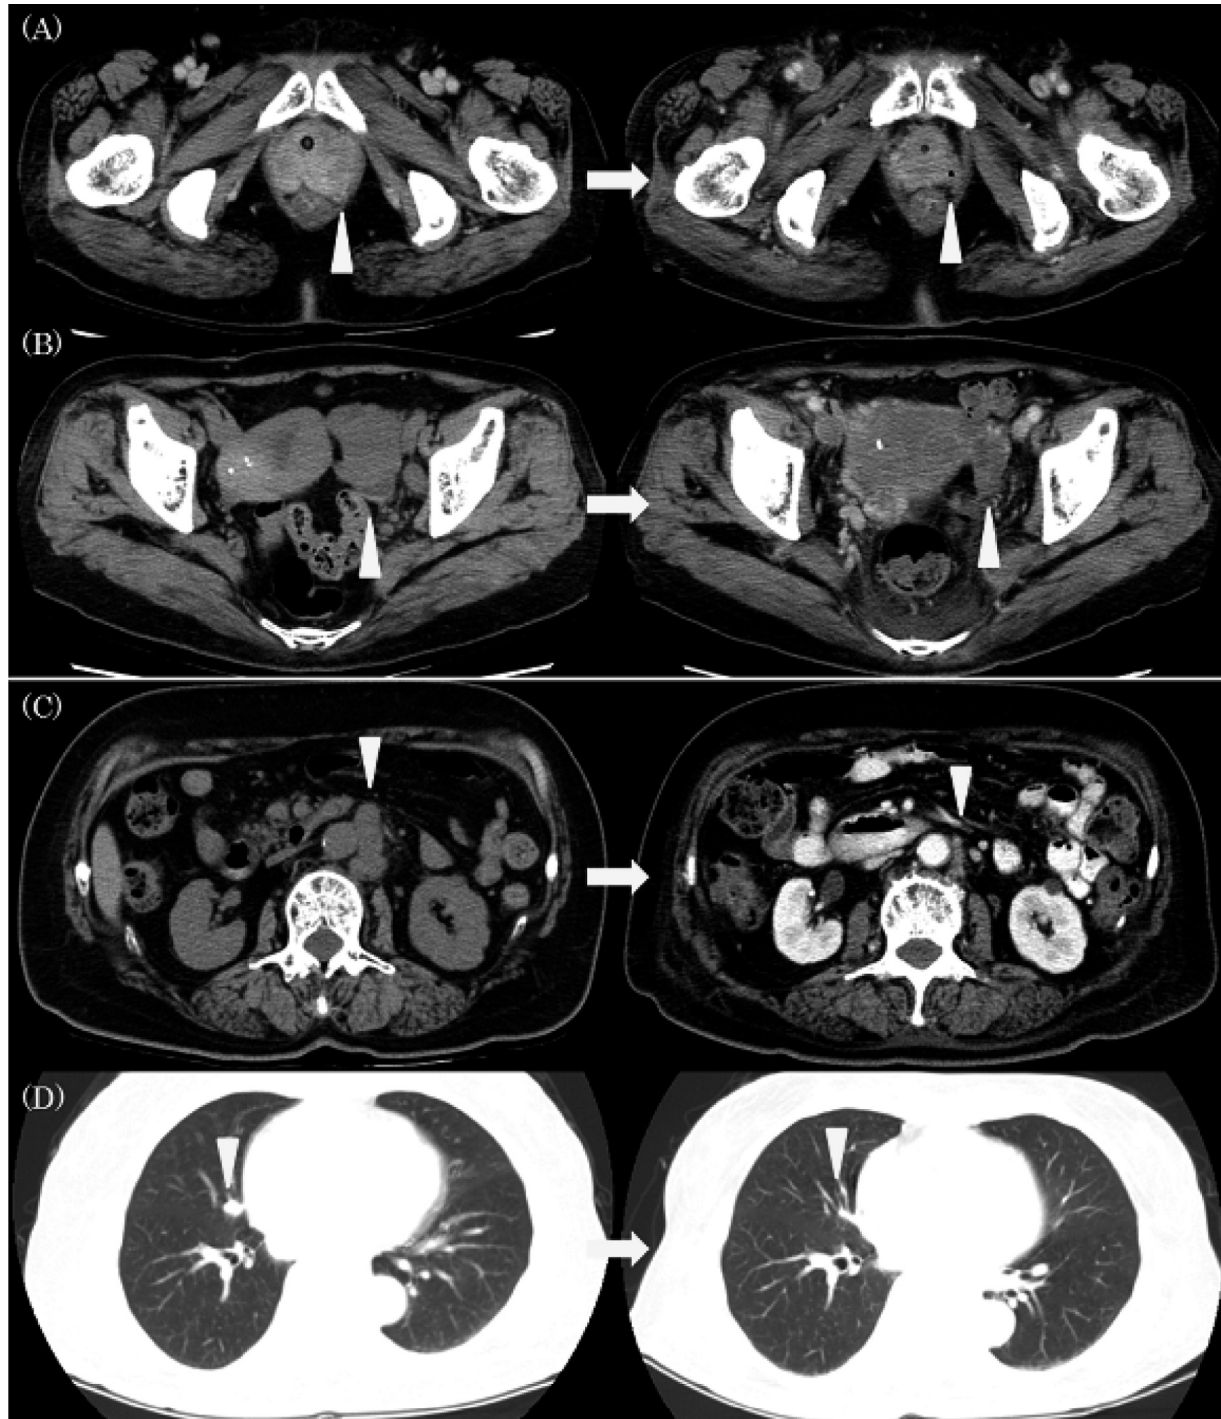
(A) Computed tomography with contrast enhancement reveals a mass formation in the urethra (arrow). (B) Left ovarian metastasis. (C) paraaortic lymphadenopathy. (D) Lung metastasis. Left side indicates CT imaging before GC chemotherapy, and right side after four courses of GC chemotherapy.
